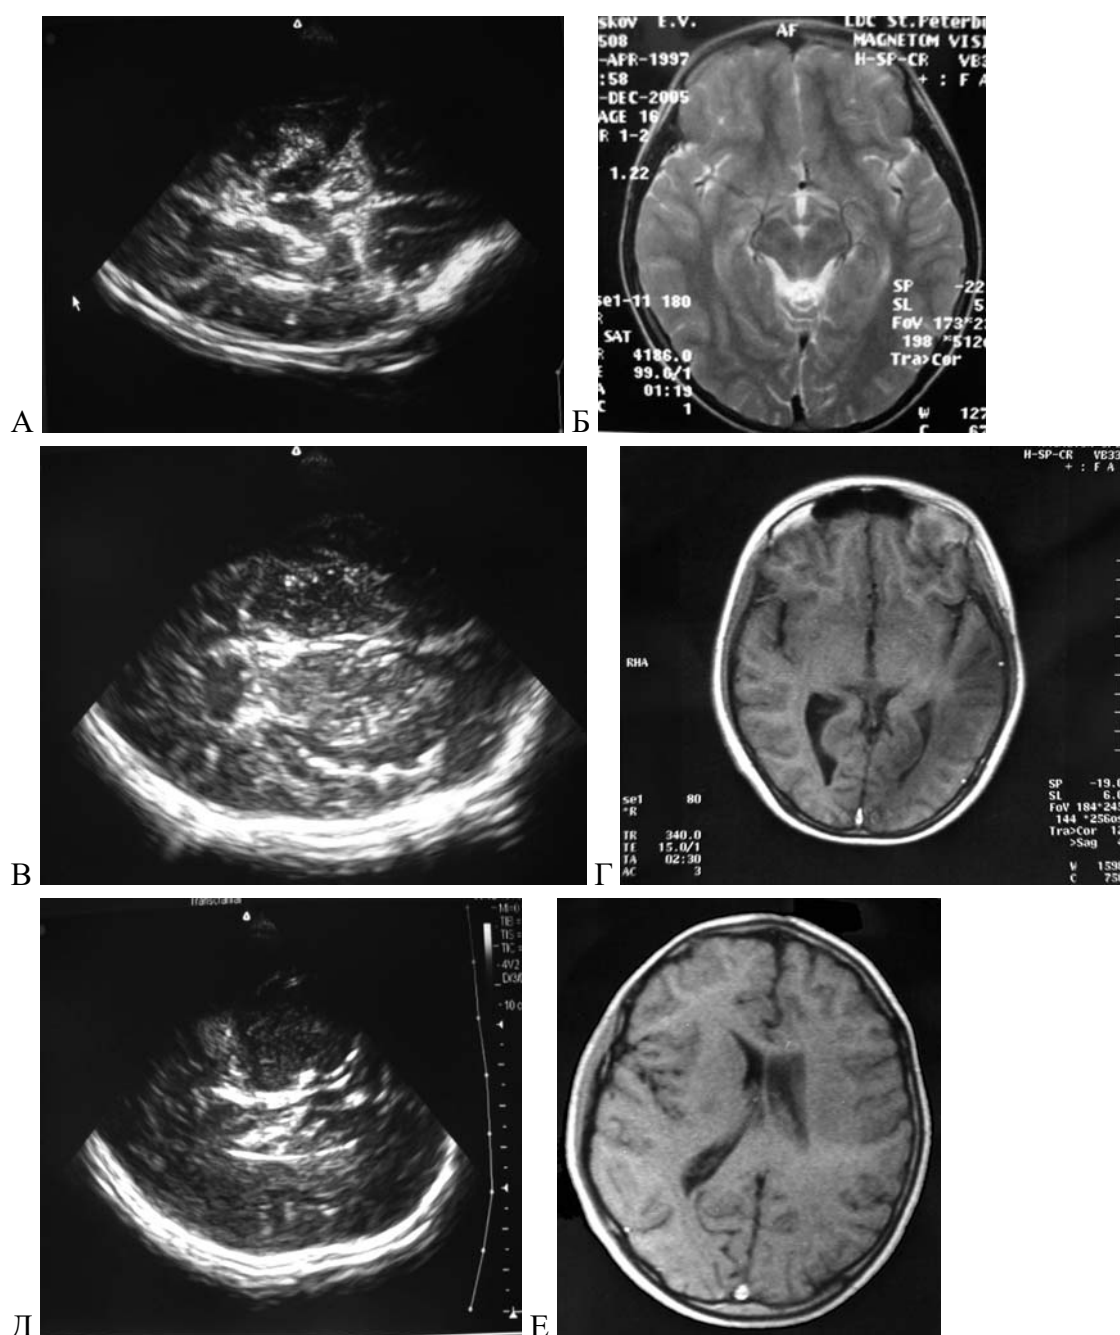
Сопоставление данных транскраниальной ультрасонографии и магнитно-резонансной томографии. А, В, Д — ТУС в режимах TH_0 , TH_1 , TH_2 . Б, Г, Е — МРТ в идентичных плоскостях
